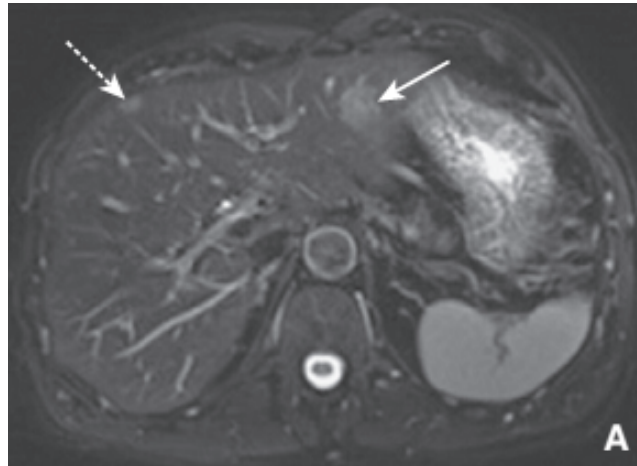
Métastases hépatiques d'un cancer colique sur une IRM [171]
